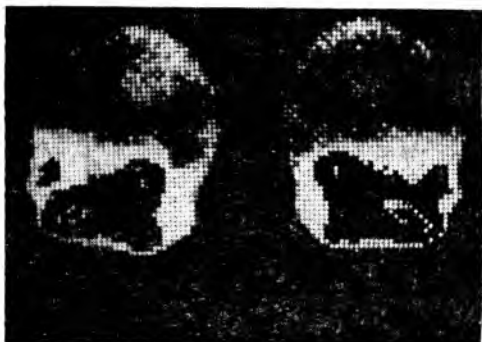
Сцинтиграмма черепа больного с опухолью левой теменно-височной области.
